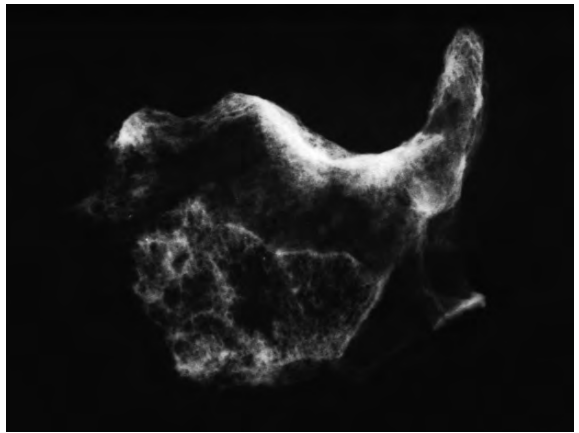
Radiografia del cas precedent.
